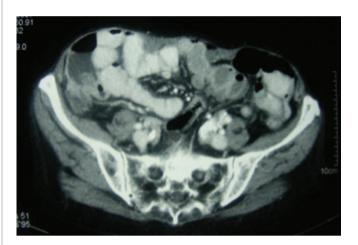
TC Abdominal evidenciando imagens suspeitas de divertículos (setas).
